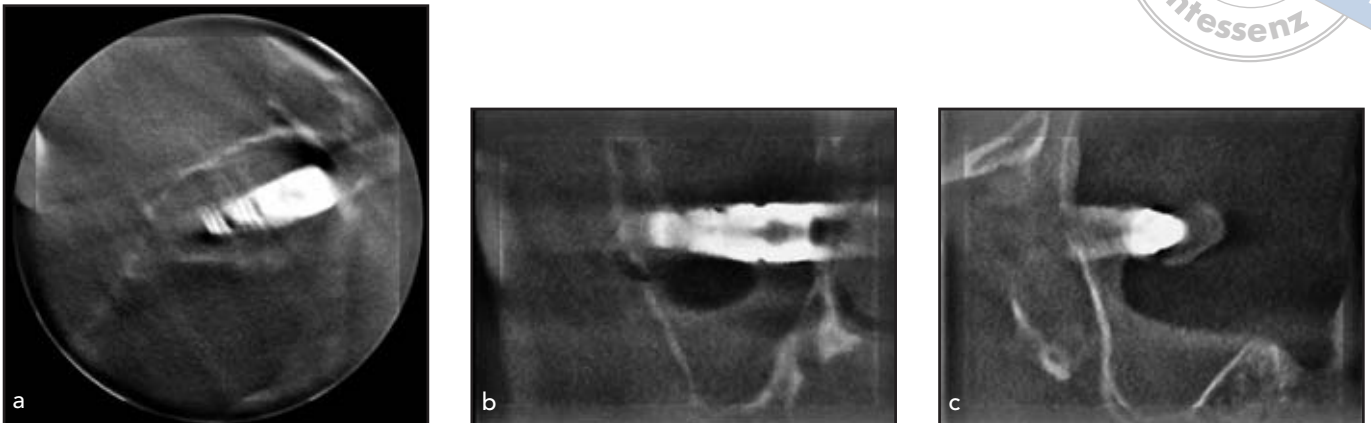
(a) Axiale, (b) koronale und (c) sagittale Ansicht der Cone-Beam-CT-Aufnahmen. Das Implantat liegt zwischen der lateralen, medialen und posterioren Wand der Kieferhöhle.
